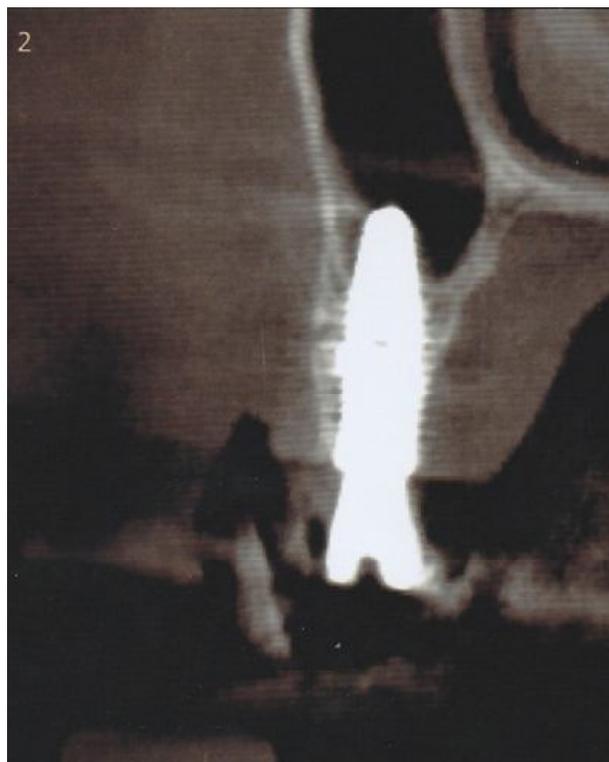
Tomografia Computadorizada pós-operatória das região 14 (A)
